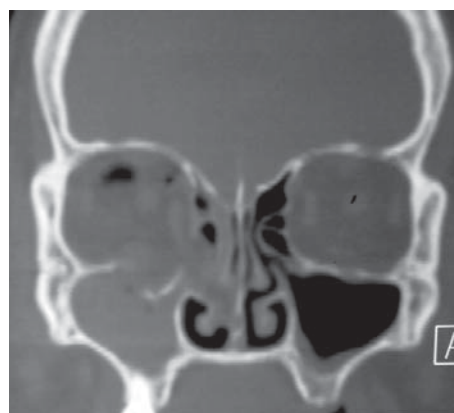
CT coronal: se determină deplasarea fragmentelor osoase, hernie orbitală în sinusul maxilar pe dreapta, hemosinus
